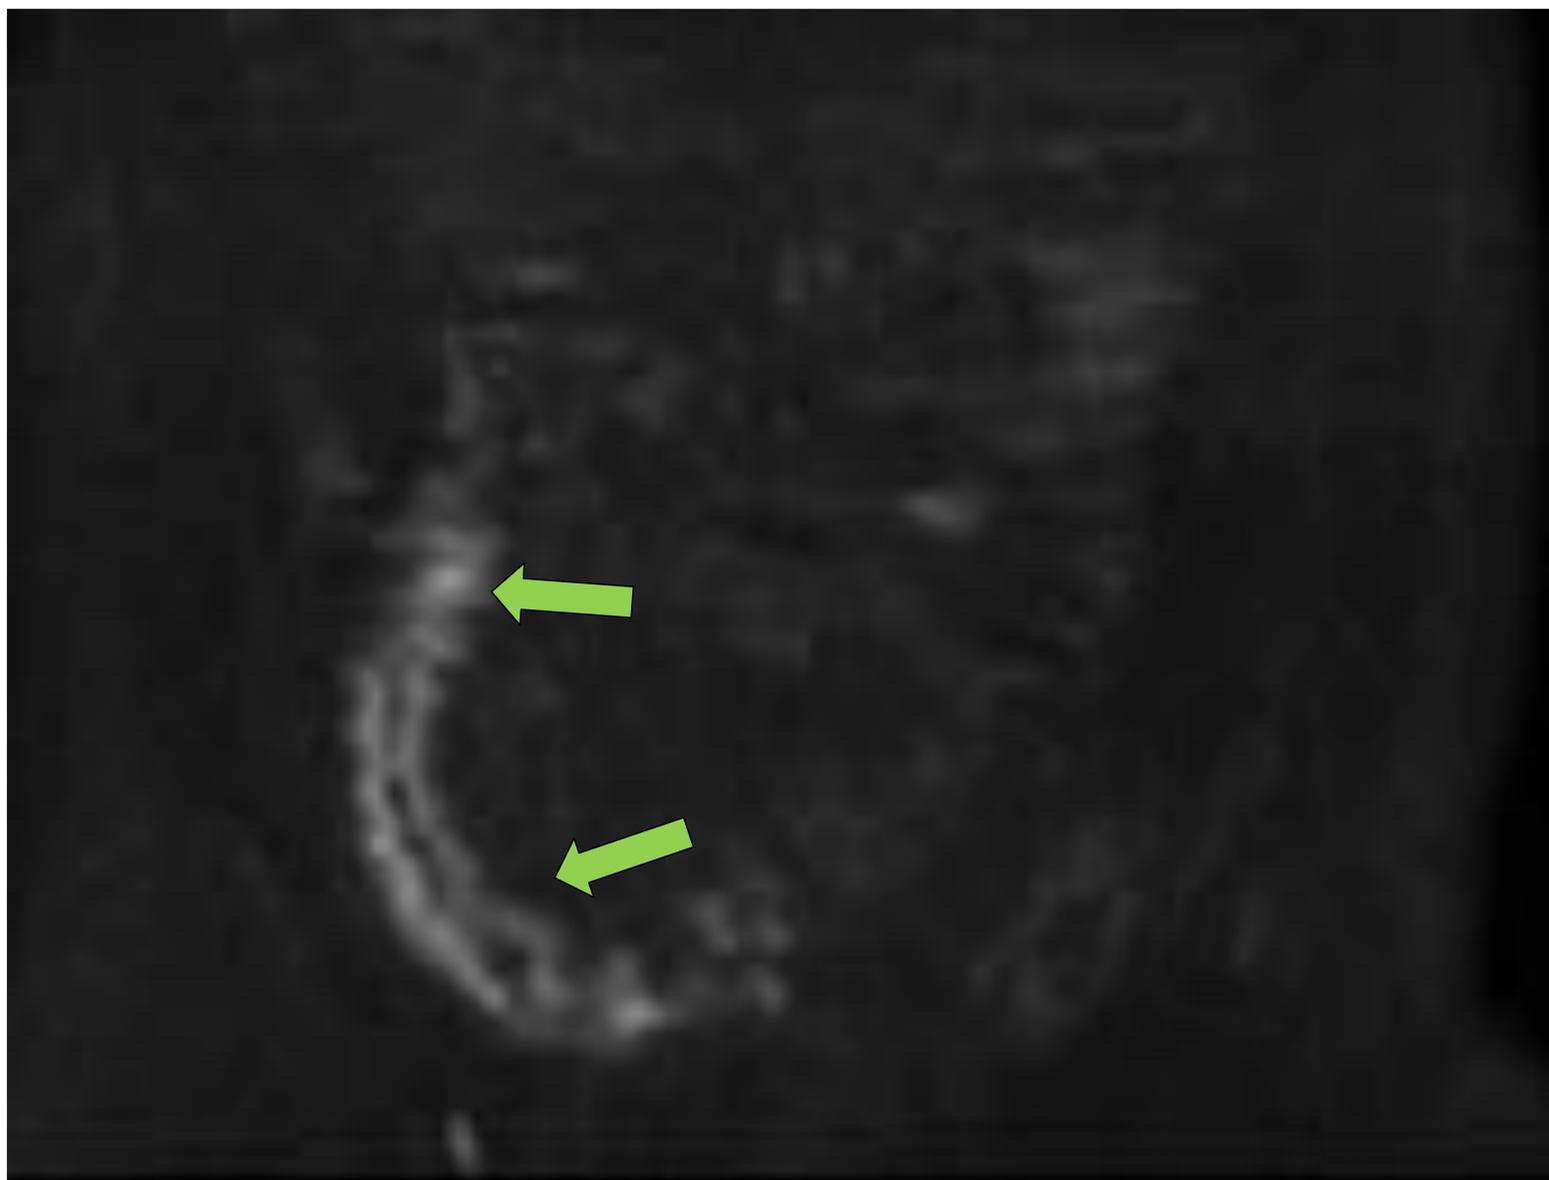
Secuencia de epidifusión (DWI) en el plano coronal donde se pone de manifiesto de forma evidente el asa afecta, con signos de actividad inflamatoria aguda en toda su extensión, estando preservadas el resto de asas intestinales. Se demuestra con tan solo esta secuencia la utilidad la misma para detección de actividad.
